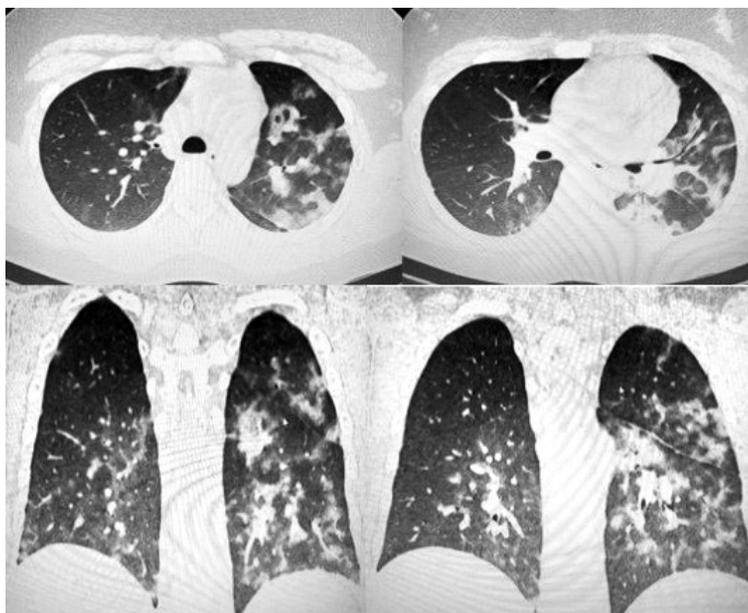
Данные рентгеновской компьютерной томографии грудной клетки пациента К., 14 лет: двусторонняя пневмония.
